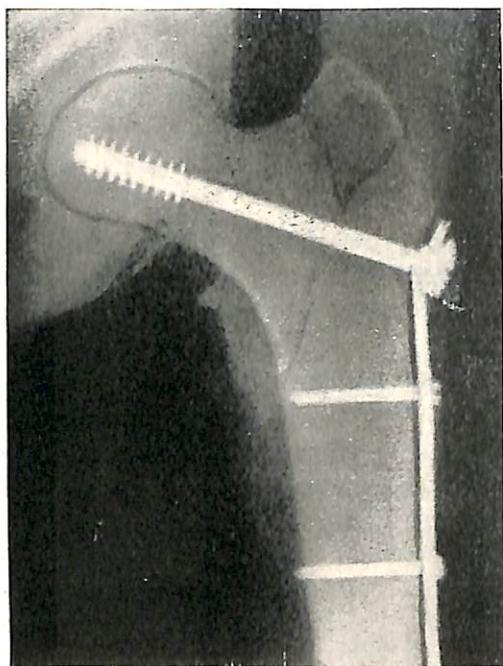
Рентгенограмма чрезвертельного перелома бедра, скрепленного винтом с диафизарной накладкой.
